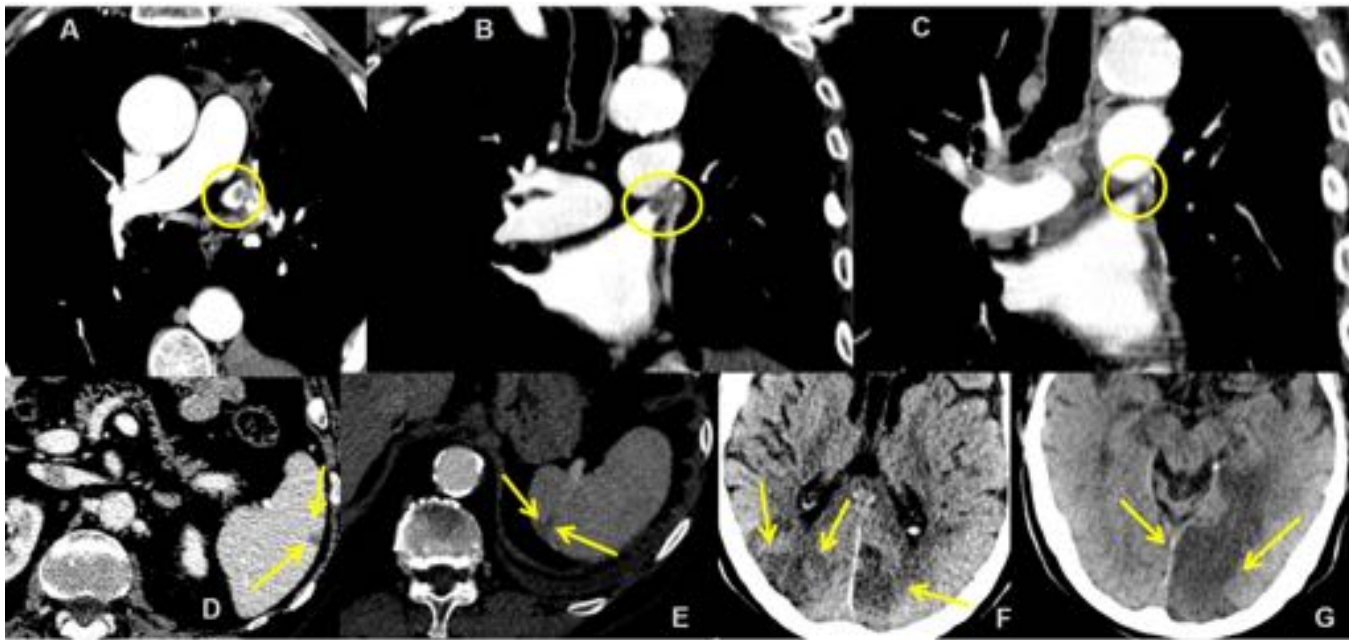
Paciente con lobectomía superior izquierda por carcinoma sarcomatoide. AngioTC de control postquirúrgico (A:axial; B:coronal); trombo en la VP superior izquierda (círculo A, B) que no se informa; no se administra tratamiento. D y E) plano axial TCMC venosa; infartos esplénicos (flechas D, E). TC craneal por clínica neurológica (F, G; axial); infarto establecido de ambas arterias cerebrales posteriores. TCMC de control (C; AngioTC coronal); disminución del tamaño del trombo (círculo en C).
